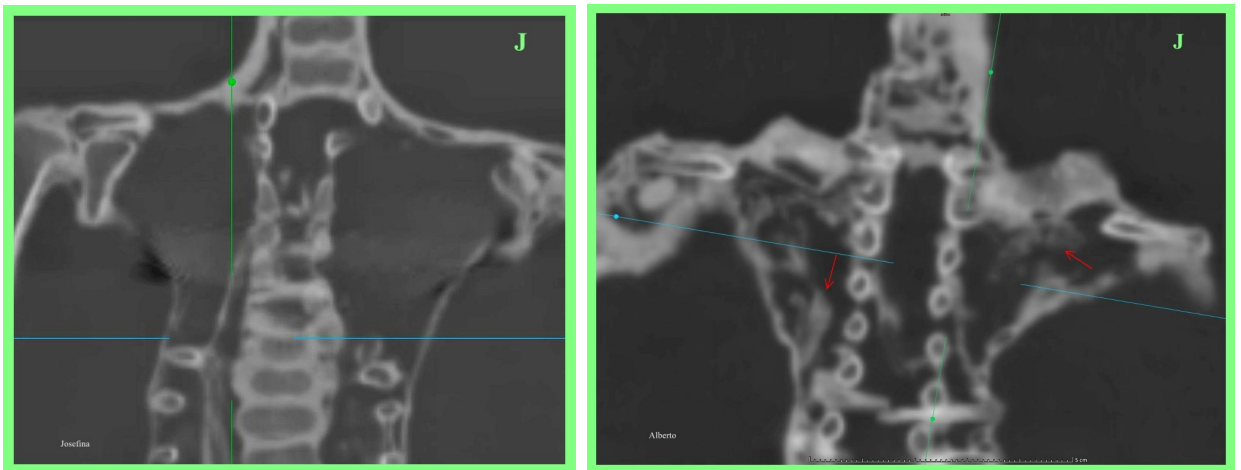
TC 2D coronal de 'Josefina' (imagen izquierda) comparada con 'Alberto' (imagen derecha). Nótese la presencia de restos irregulares (flechas rojas) dentro de la cavidad torácica en 'Alberto'.
